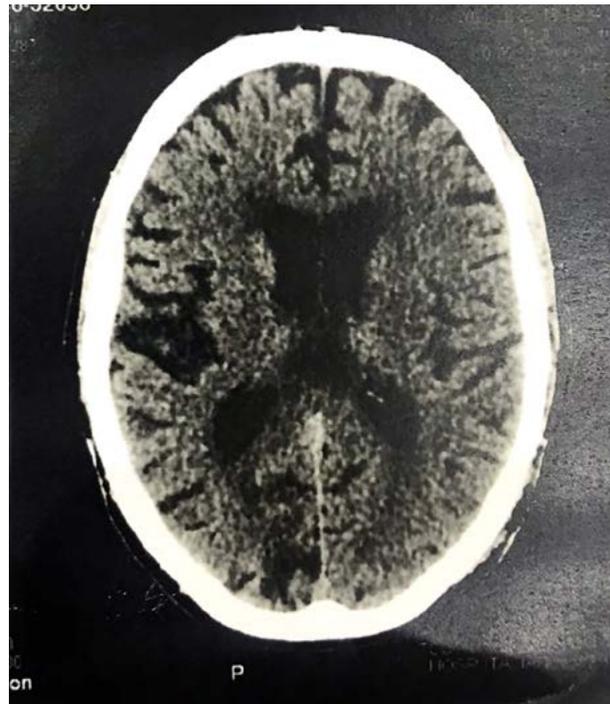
Corte axial de TC de cerebro donde se observa atrofia cortical a nivel temporo-parieto-occipital derecha.
